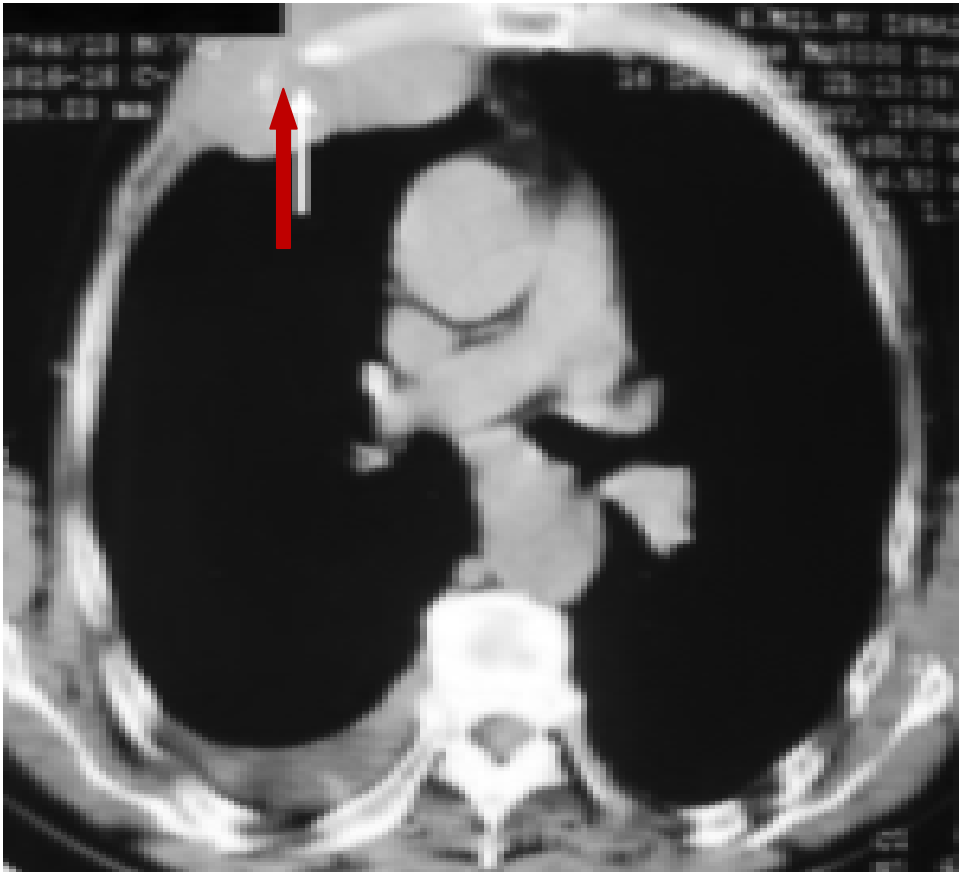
Aspect de Lymphome B costal sur TDM thoracique
